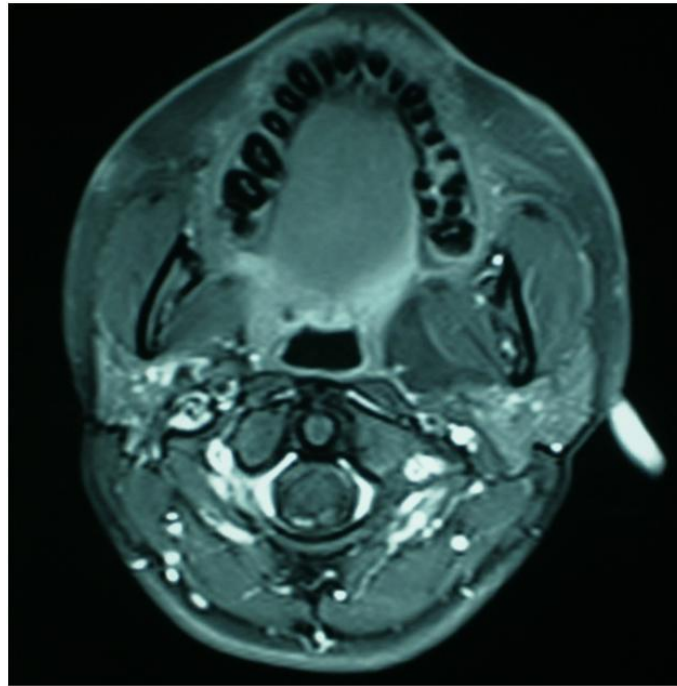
Aksiyal kontrastlı BT incelemede lezyonun sublingual bölgeye uzanımı izleniyor.
